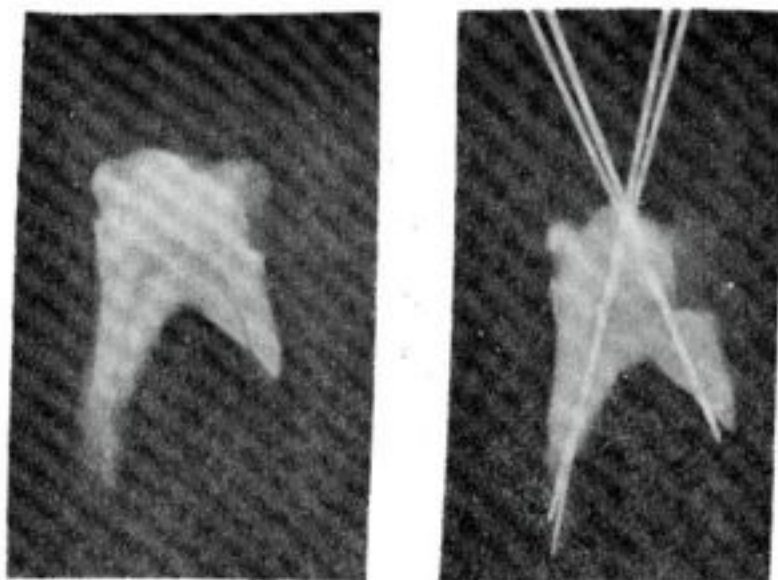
PRIMEIRO MOLAR INFERIOR. Mesmo dente das radiografias da fig. 1. Note-se a característica de reabsorção da raiz mesial cuja superfície vestibular é mais longa que a lingual. Observe-se também o sobrepasso do instrumento além do forâmen méso-lingual.
